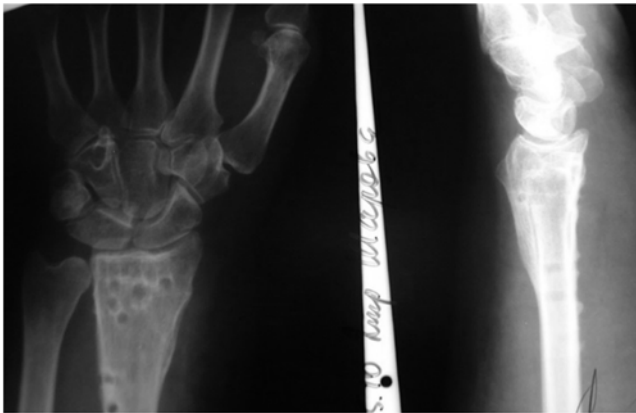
Рентгенограмма пациентки О.
